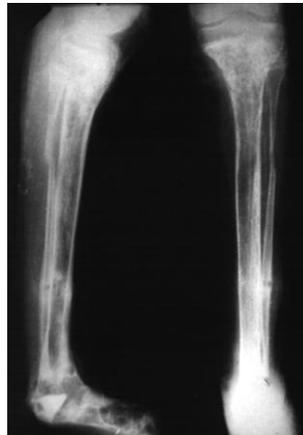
Рентгенограмма больной Ш. с ближайшим результатом лечения
